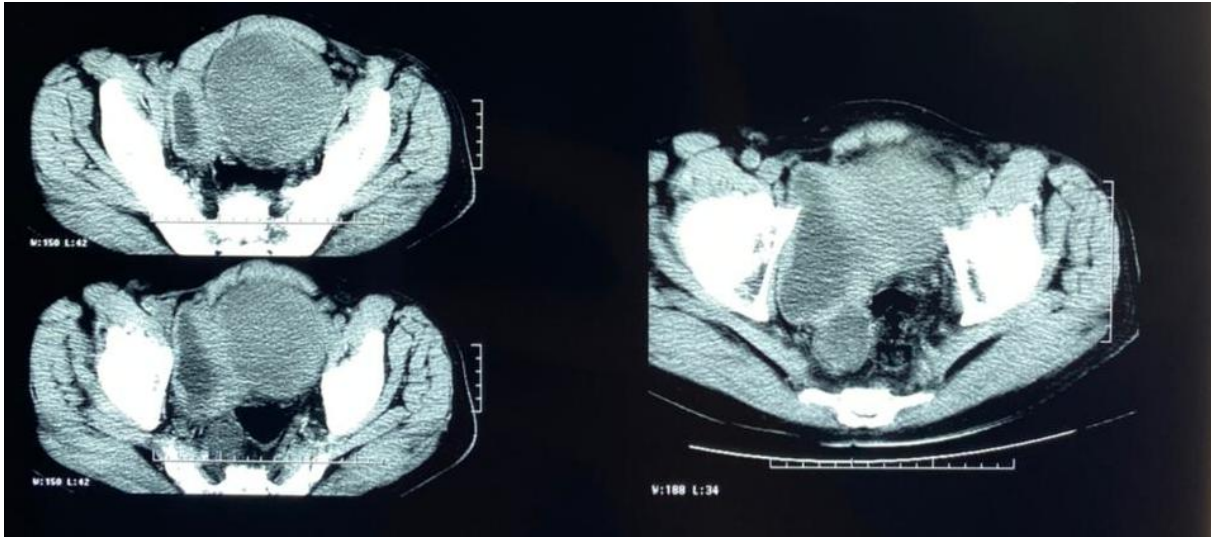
TDM pelvien avec injection de produit de contraste en coupe axiale, mettant en évidence la masse pelvienne refoulant la vessie à droite contenant un diverticule postérieur.
